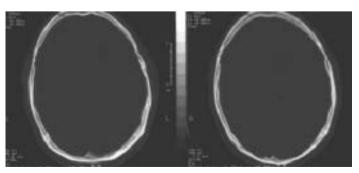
Серия КТ головного мозга. Определяются оскольчатый импрессионный характер перелома и наличие эпидуральных гематом лобной области.
